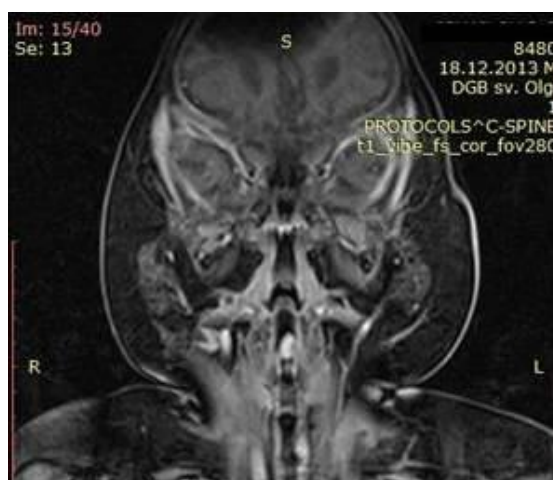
Магнитно-резонансная томограмма больного Р., 5 лет, коронарная проекция, фетальная рабдомиома гортани
